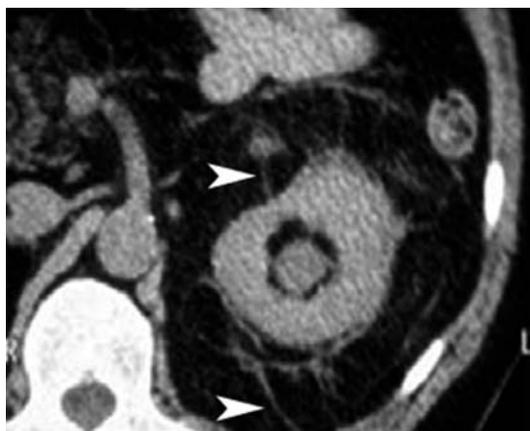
Tomografia computerizzata. Scansione assiale. Spazio perirenale. In questo paziente, dopo pielonefrite, sono riconoscibili setti fibrosi reno-fasciali (punte di freccia)
